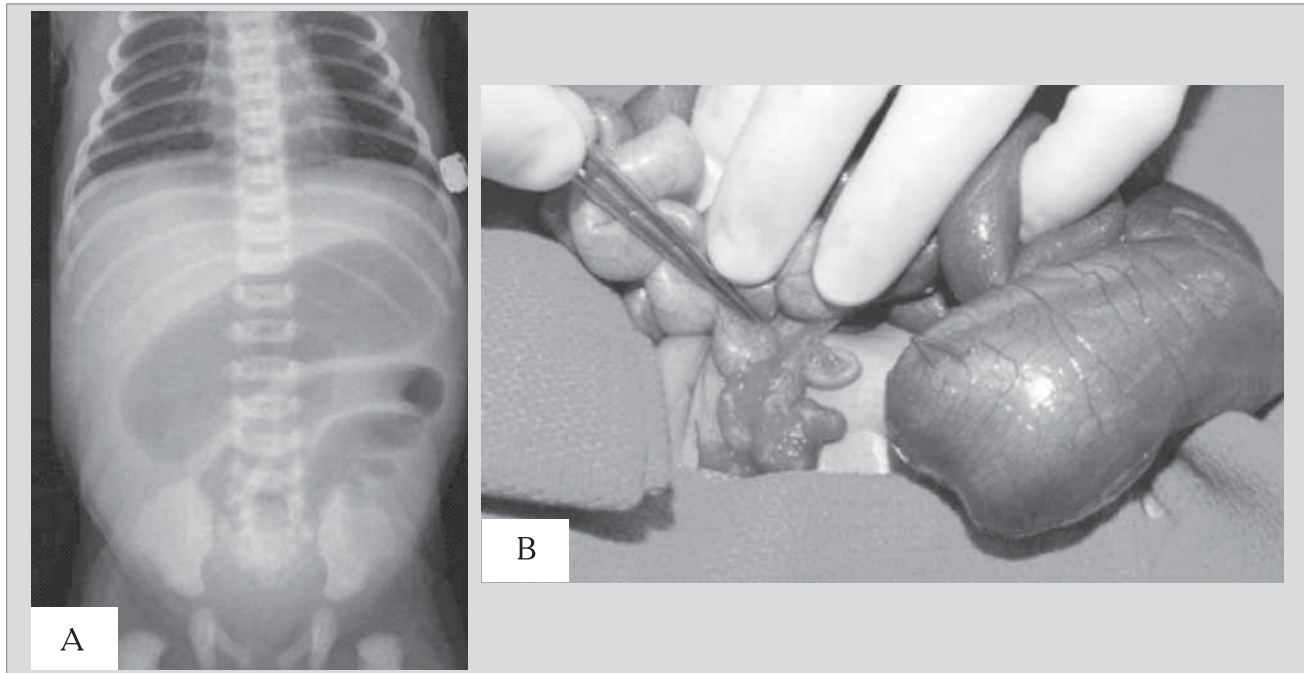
(А) Оглядова рентгенографія органів черевної порожнини: різко розширені петлі проксимальних петель тонкої кишки через атрезію голодної кишки. (В) Інтраопераційний вигляд дистального атрезованого сегменту тонкої кишки при атрезії III (а) типу [10]
